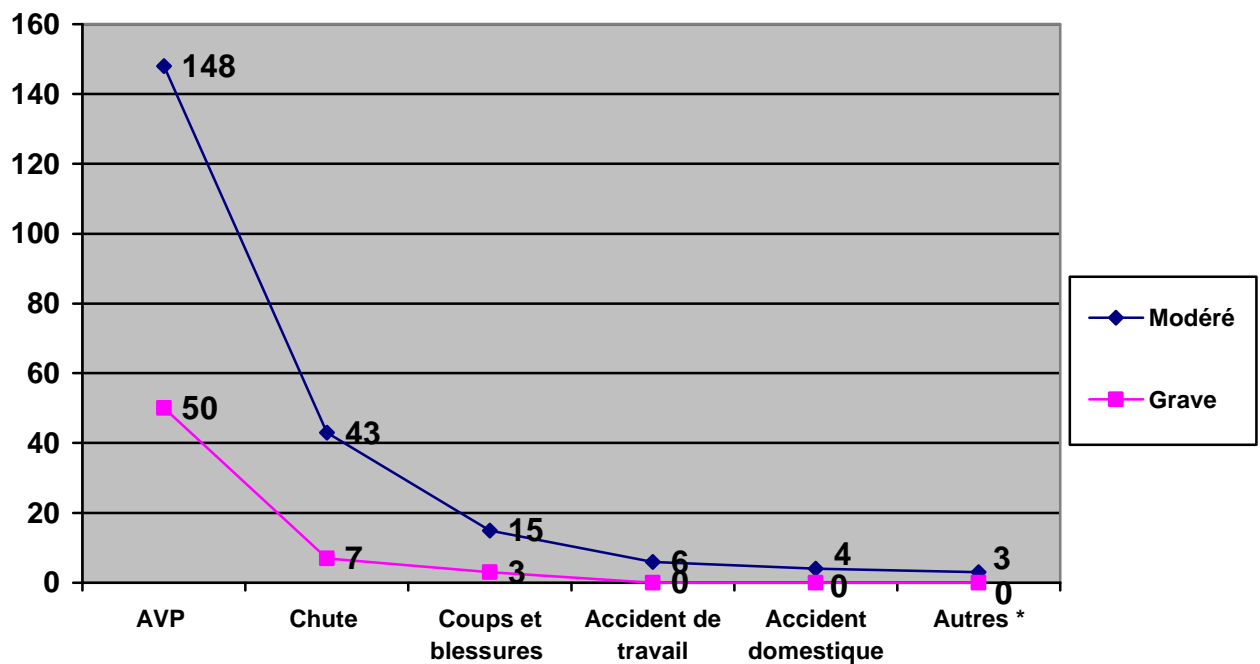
Répartition des patients en fonction de la gravité du TC et de son mécanisme.
